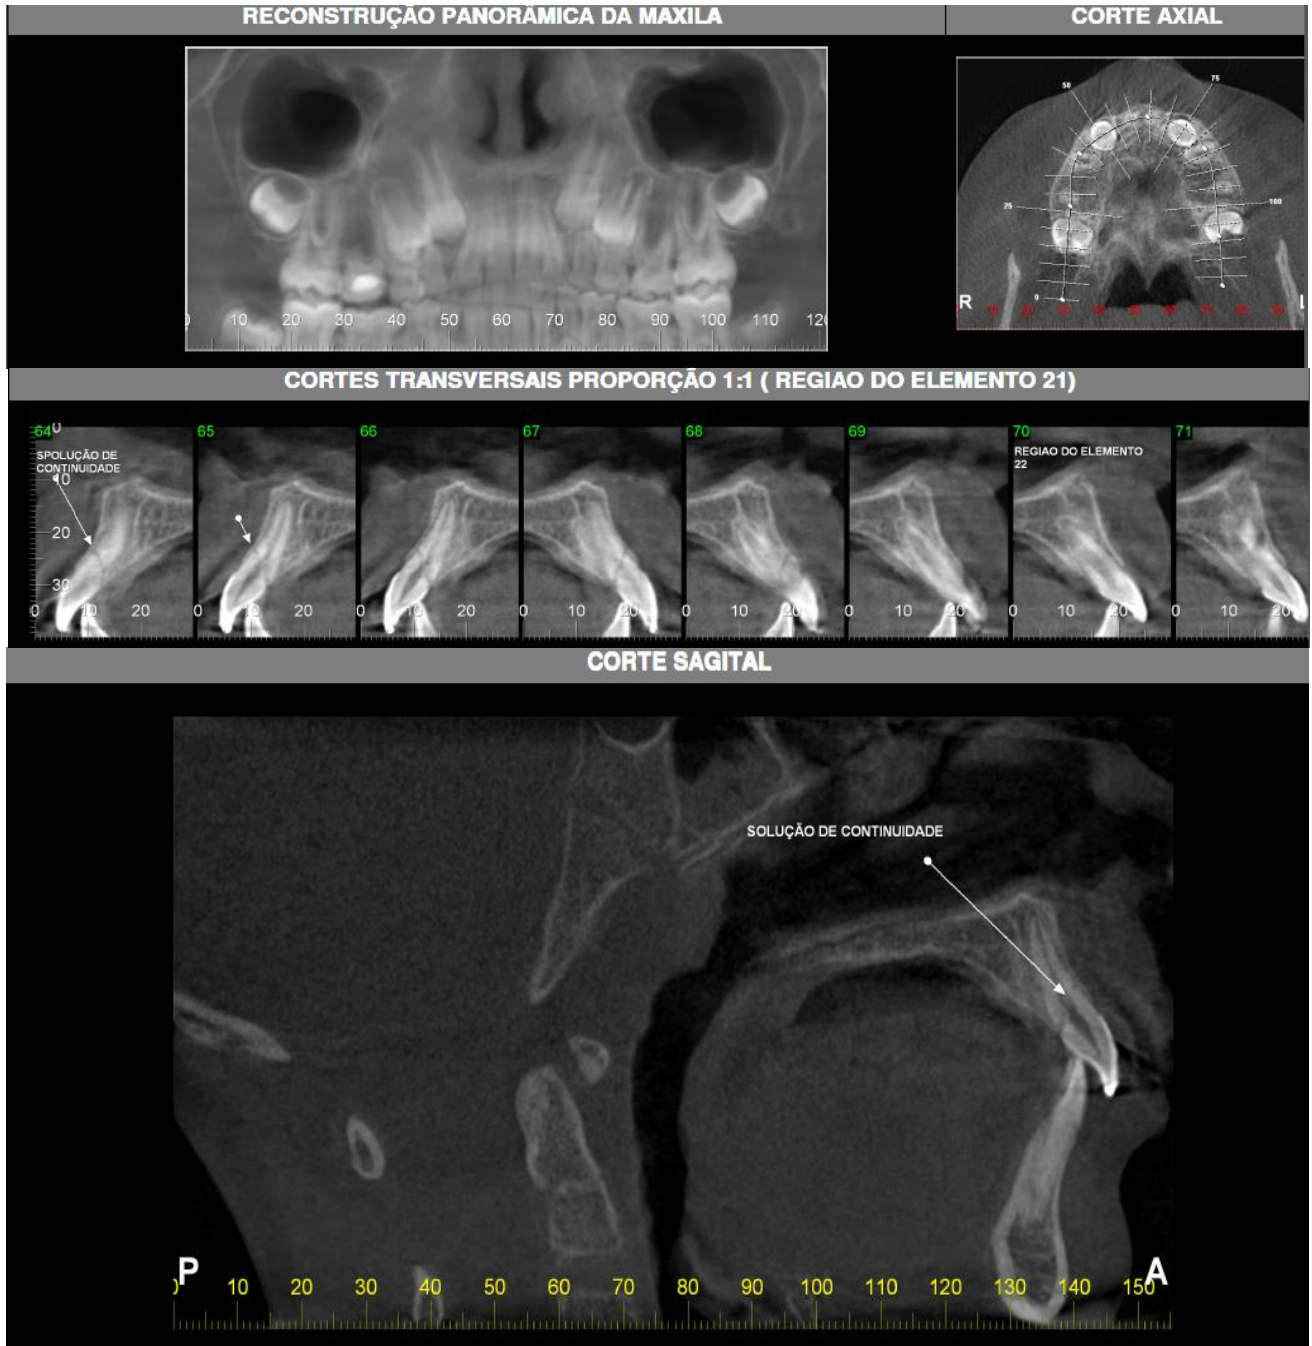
Tomografia computadorizada após um ano do trauma.
